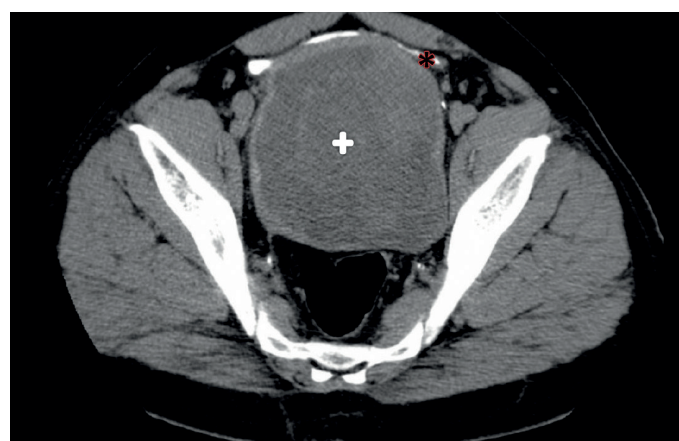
TC corte axial * bexiga contrastada; + tumor multiquístico
